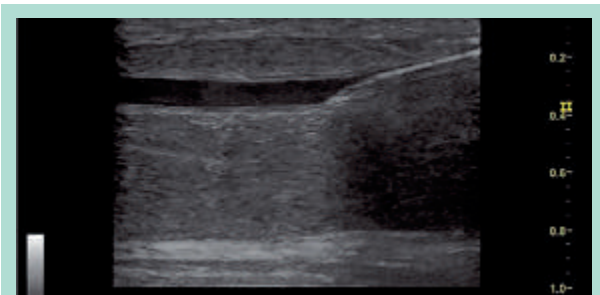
Ponction de veine réticulaire sous guidage échographique avec sonde de haute fréquence.
